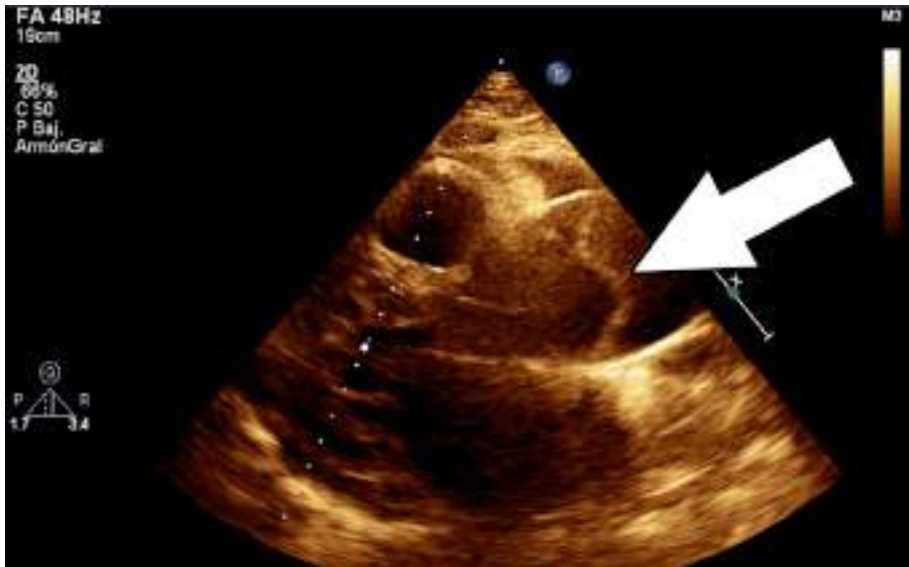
Ecocardiograma transtorácico paraesternal eje largo. Se observa la dilatación aneurismática de la aorta sinusal con imagen de flap intimal a dicho nivel (flecha).
